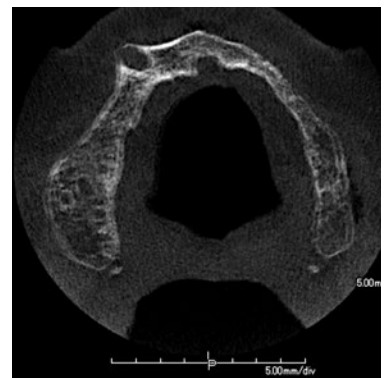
初診時の上顎 CT 水平断。唇(頬)舌的な骨幅が薄い部位もみられる。
